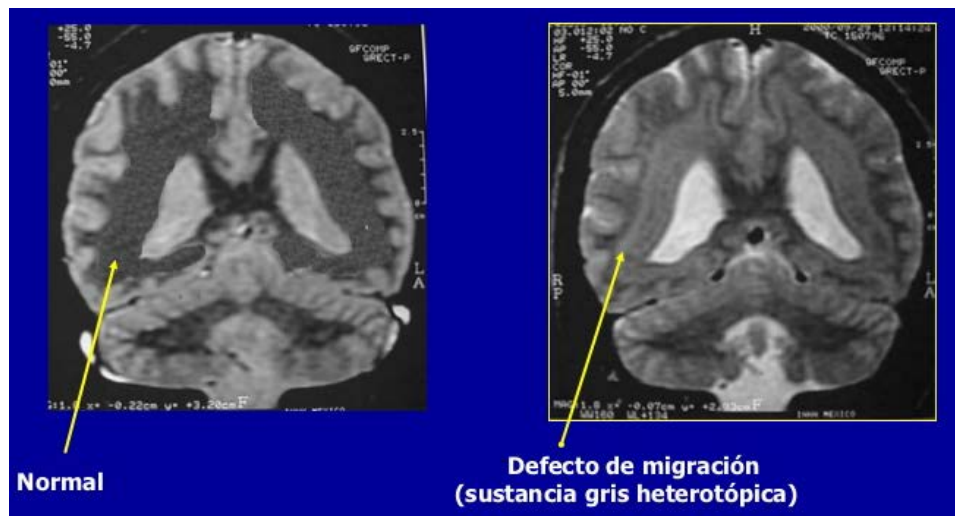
IRM de paciente sano y paciente con epilepsia. Corte coronal.<sup>(34)</sup>
